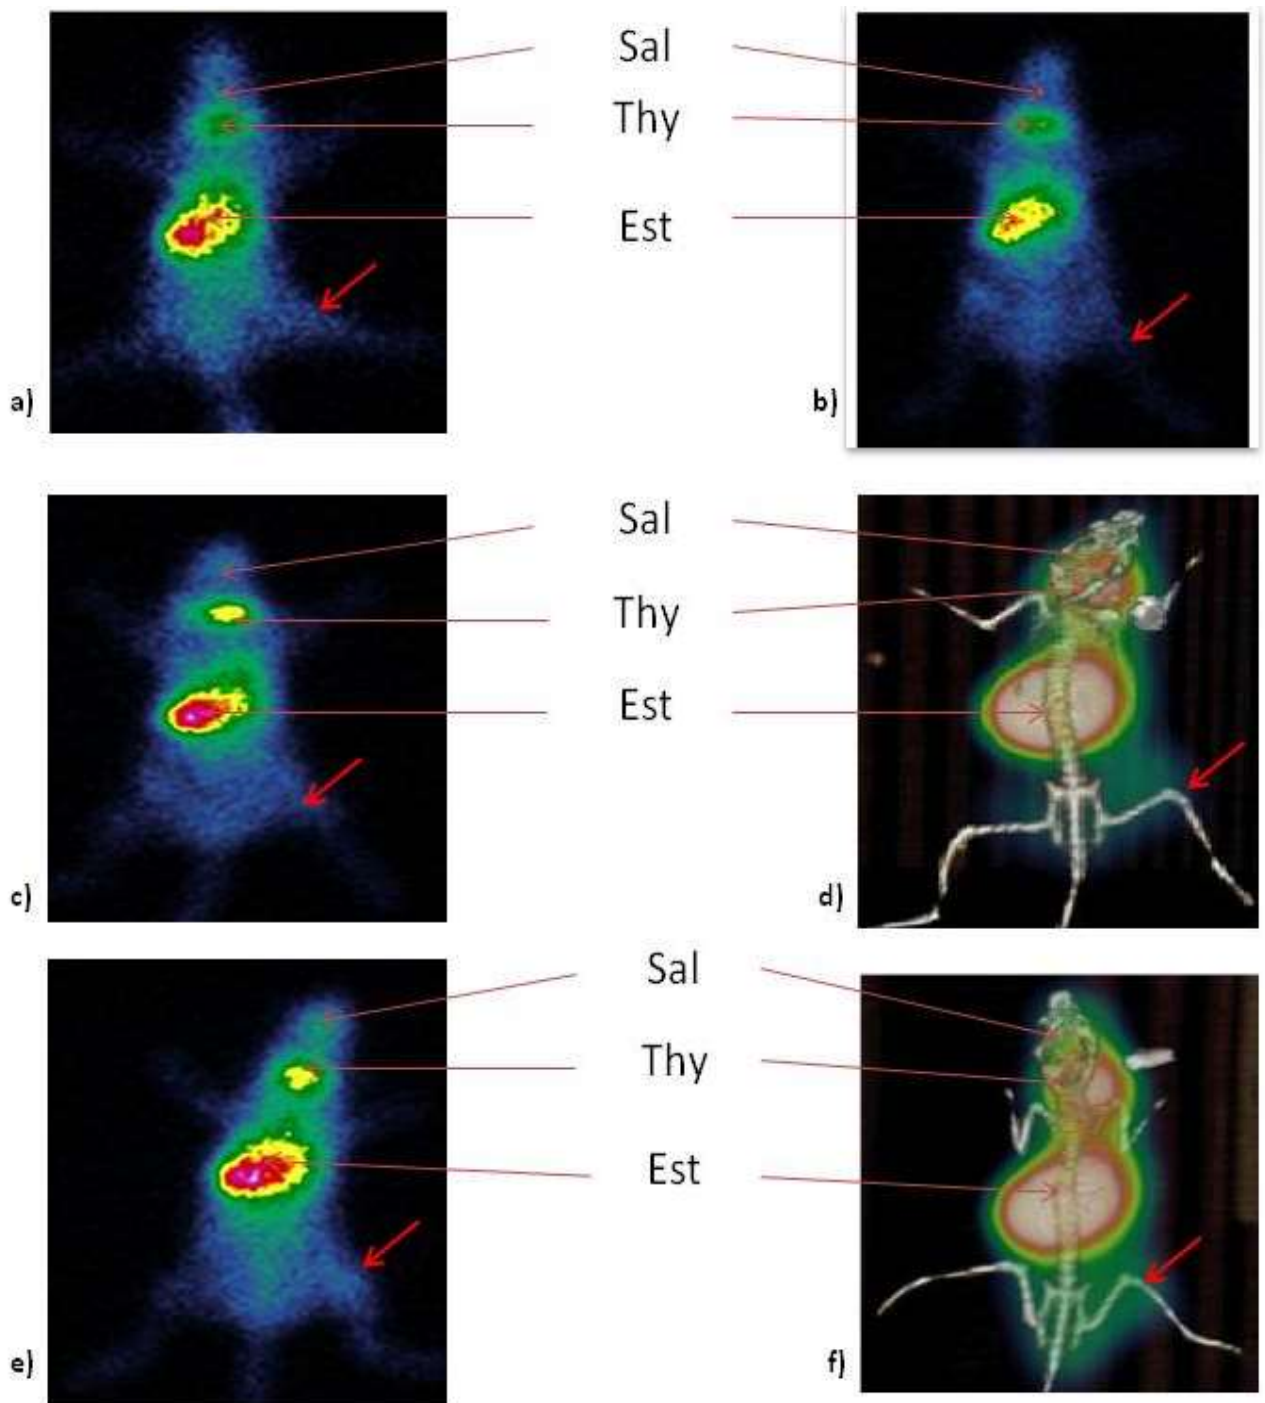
Images TEMP planaires des souris (a, b, c et e) et images TEMP couplée au scanner (d et f). Image des souris 30 minutes après injection de $^{99m}\text{TcO}_4^-$ et 24h après injection de 10 μL de PBS en intra-tibial (flèche rouge) (a), d'une souris avec 5.105 MSCs transduites et non induites à la doxycycline en intra-tibial (flèche rouge) (b). Images TEMP des souris 24h après injection intra-tibiale (flèches rouges) de 5.105 (c) et 1.106 (e) de MSCs transduites et induites par la doxycycline. Images TEMP/CT des souris après injection intra-tibiale (flèches rouges) de 5.105 (d) et 1.106 (f) de MSCs transduites et induites par la doxycycline. On note une forte accumulation de radioactivité au niveau de l'estomac (Est), des glandes salivaires (Sal), de la thyroïde (Th) et de la patte injectée chez toutes les souris (a à f).. Le couplage des imageries planaires avec le scanner (TEMP/CT) montre que la radioactivité se localise au niveau osseux (d et f). L'échelle de couleur utilisée est l'échelle french où le bleu désigne de faibles accumulations de radioactivité et le rouge désigne de fortes accumulations.
